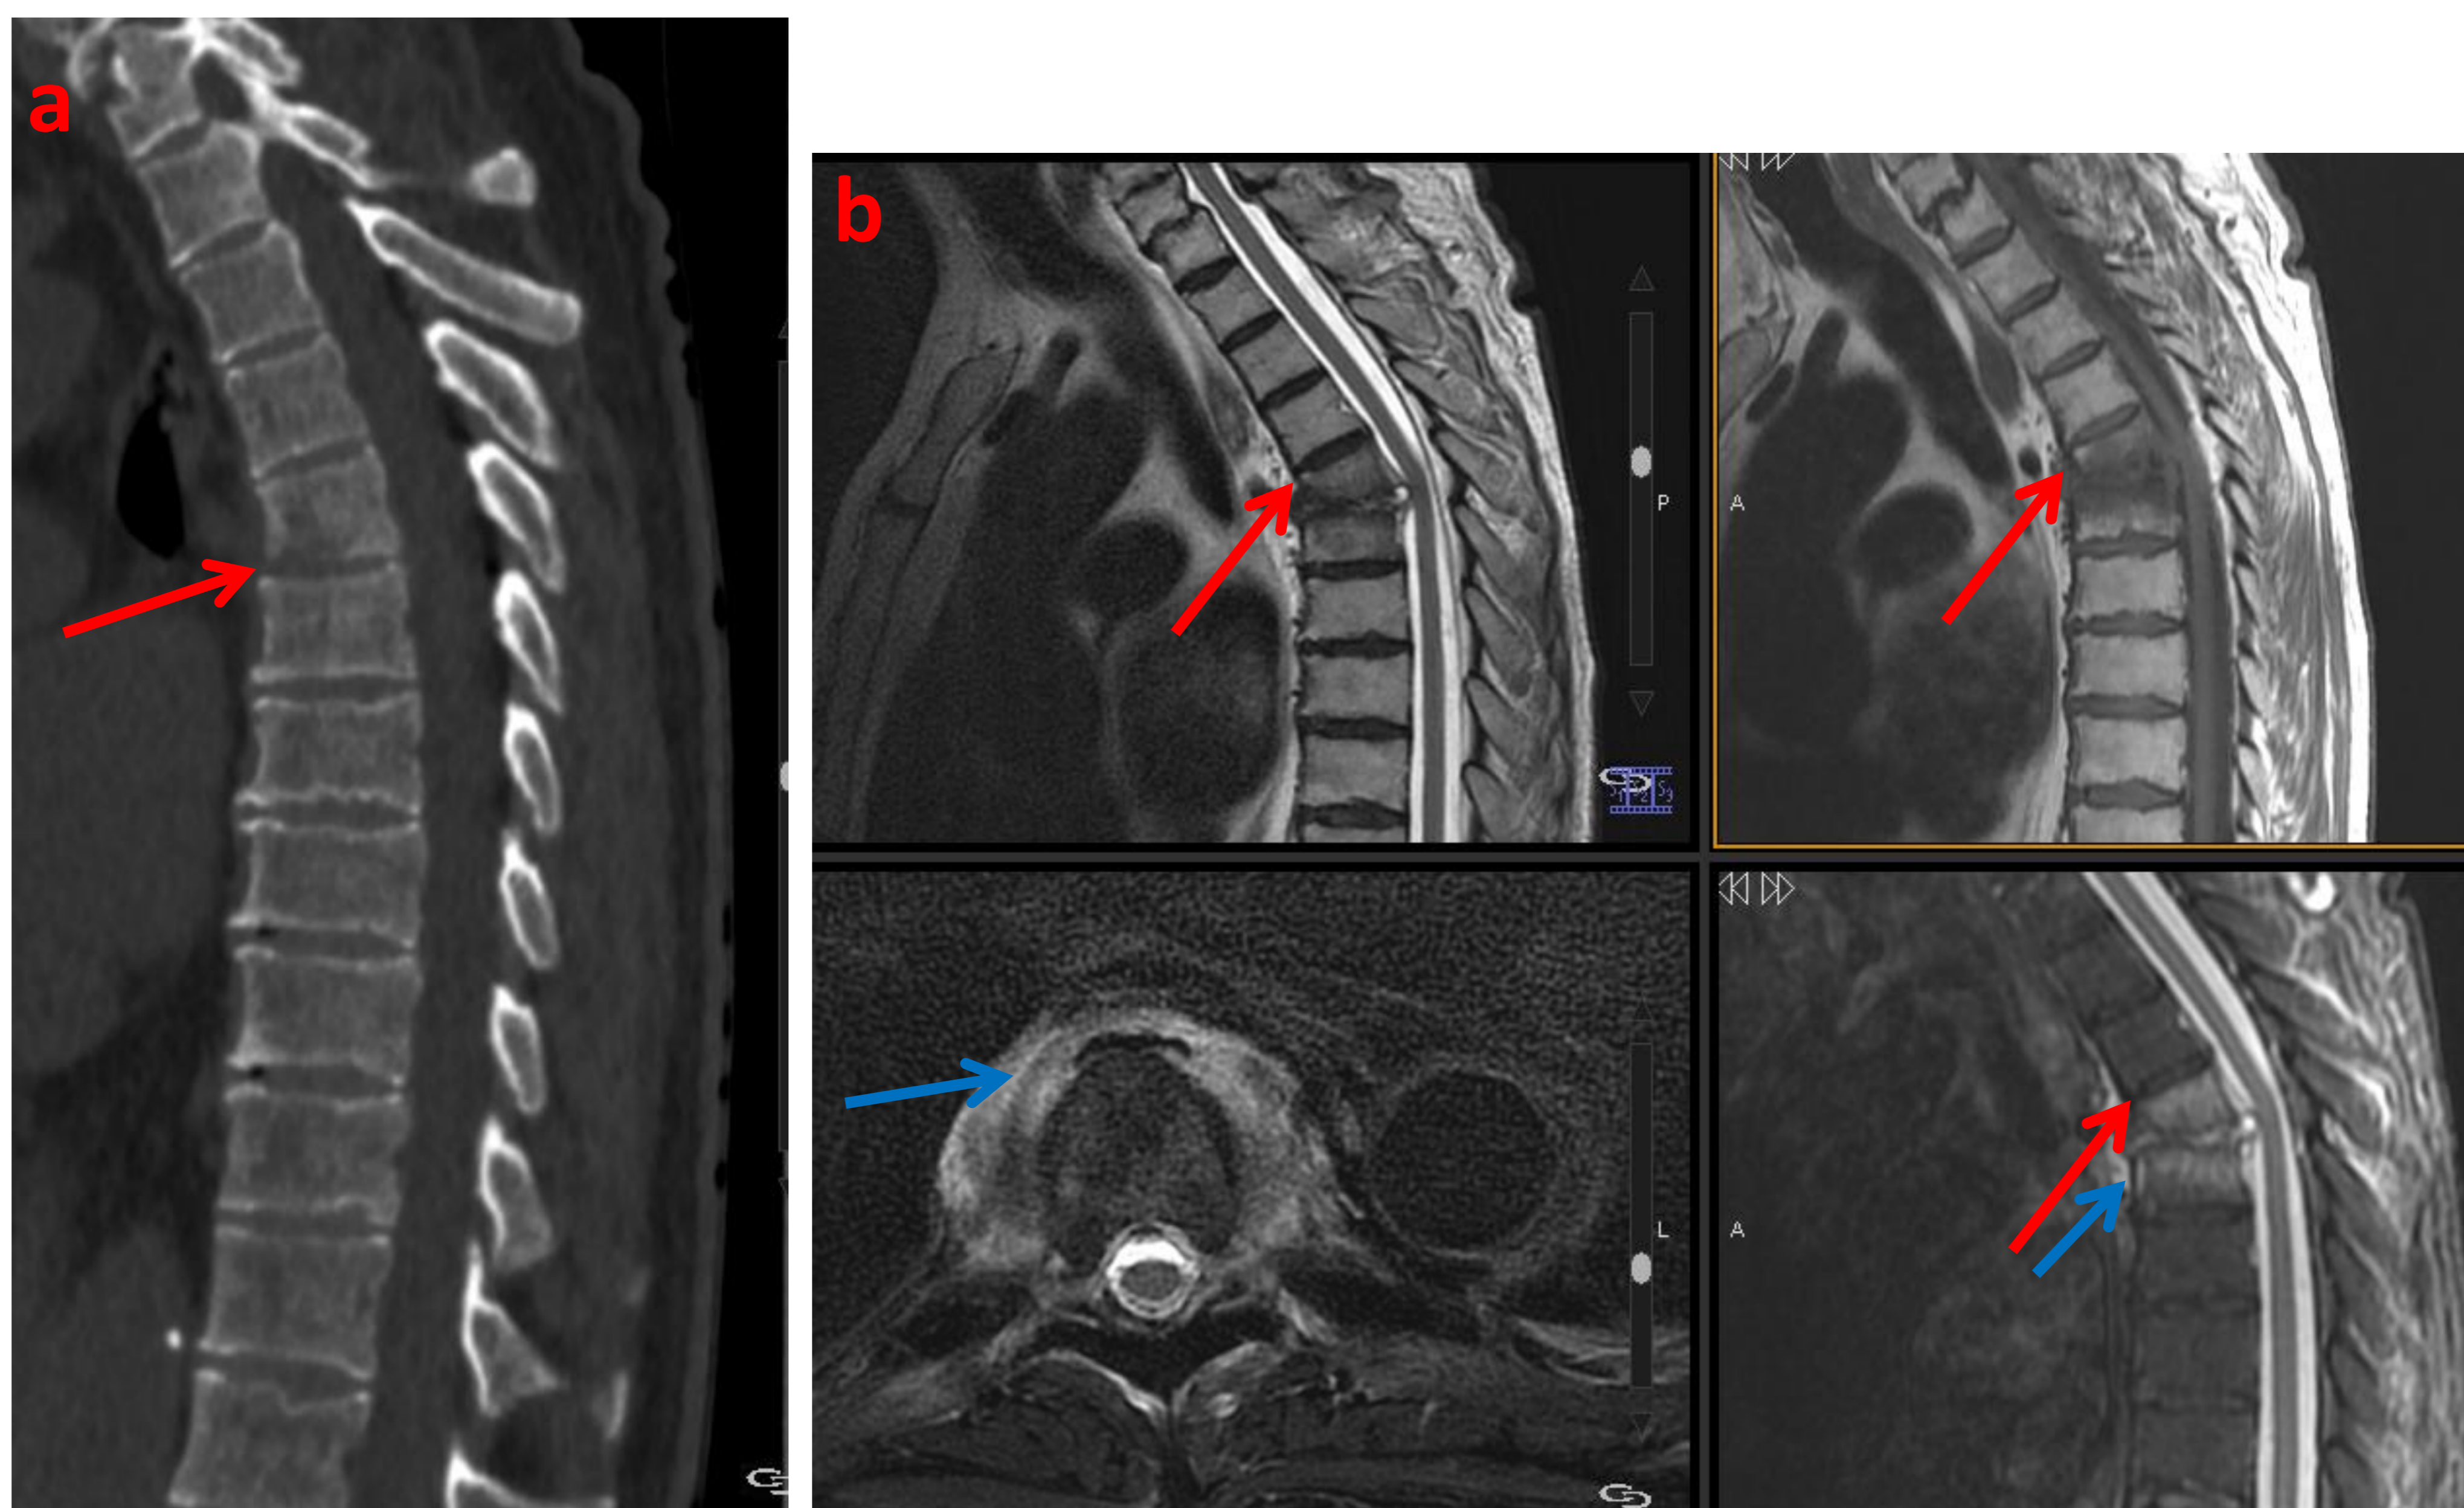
Paciente de 65 años que al que se le había realizado recientemente un trasplante renal y que comienza con dolor dorsal intenso. (a) Imagen de TC donde se identifica disminución del espacio intervertebral D5-D6, con sutil osteolisis de los platillos adyacentes (flecha roja). (b) RM del mismo paciente días después. Se observa pinzamiento y erosión de los platillos vertebrales del espacio D5-D6 con acúñamiento de D5 (flechas rojas). Además, existe edema óseo en ambos cuerpos vertebrales e importante componente de edema de partes blandas en tejido prevertebral (flecha azul). El diagnóstico definitivo fue de Espondilodiscitis por P. aeruginosa.
